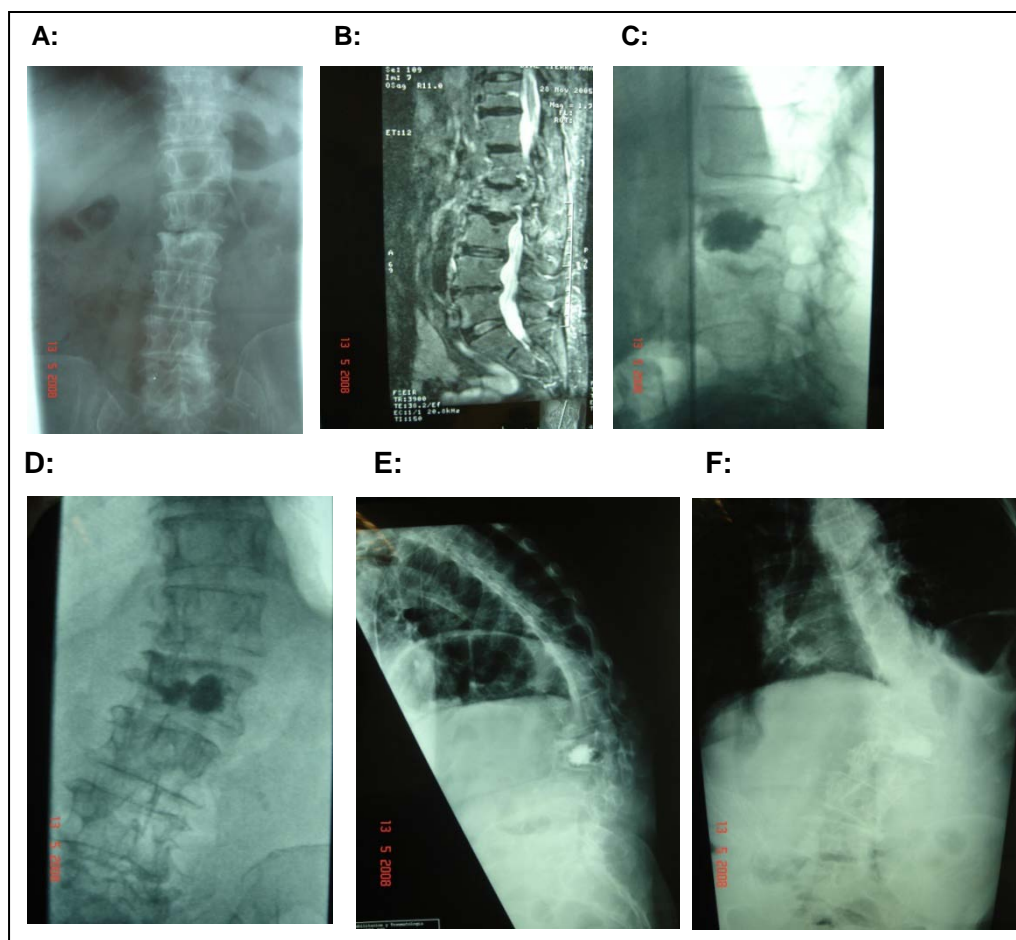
Mujer de 72 años que tras trauma banal sufre FVO de L2 asimétrica (A). Tras 2 meses de tratamiento ortopédico y con una RMN que evidencia edema (B) se realiza VP de L2 (C). En las sucesivas revisiones se evidencia descompensación grave del plano coronal y sagital raquídeo con cifoescoliosis postraumática (D,EyF). El estudio microbiológico y anatómico fue siempre negativo.
